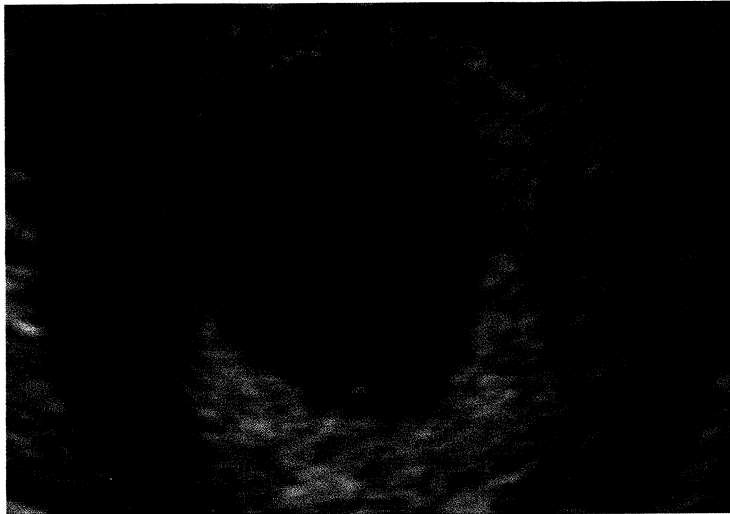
Ultrasonografický nálezu fyziologického nitroděložního těhotenství (grav. heb. 5+6). Maximální délka embrya (CRL) je 3,8 mm. Embryonální pól je těsně přitíštěn ke struktuře žloutkového váčku. U takto velkého embrya by měla být patrná srdeční akce.
